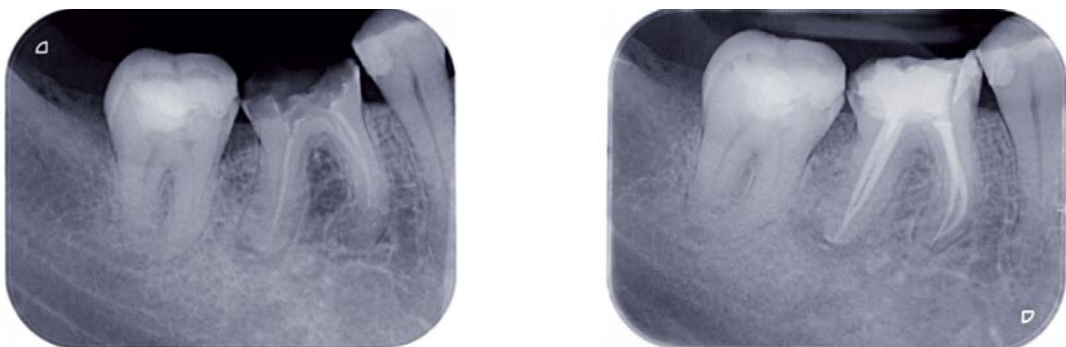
Radiographies rétro-alvéolaires pré-opératoire (à gauche) et post-opératoire (à droite) centrées sur une dent n°46 [25]
